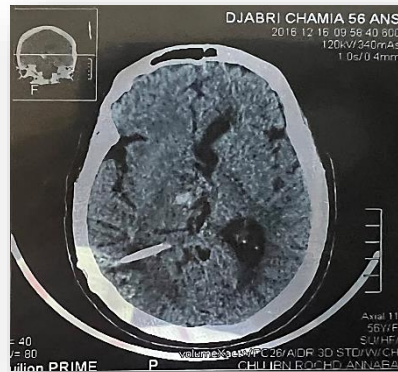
TDM cérébrale de contrôle faite 24 heures après le geste objective une petite hémorragie thalamique droite (siège de la lésion).
